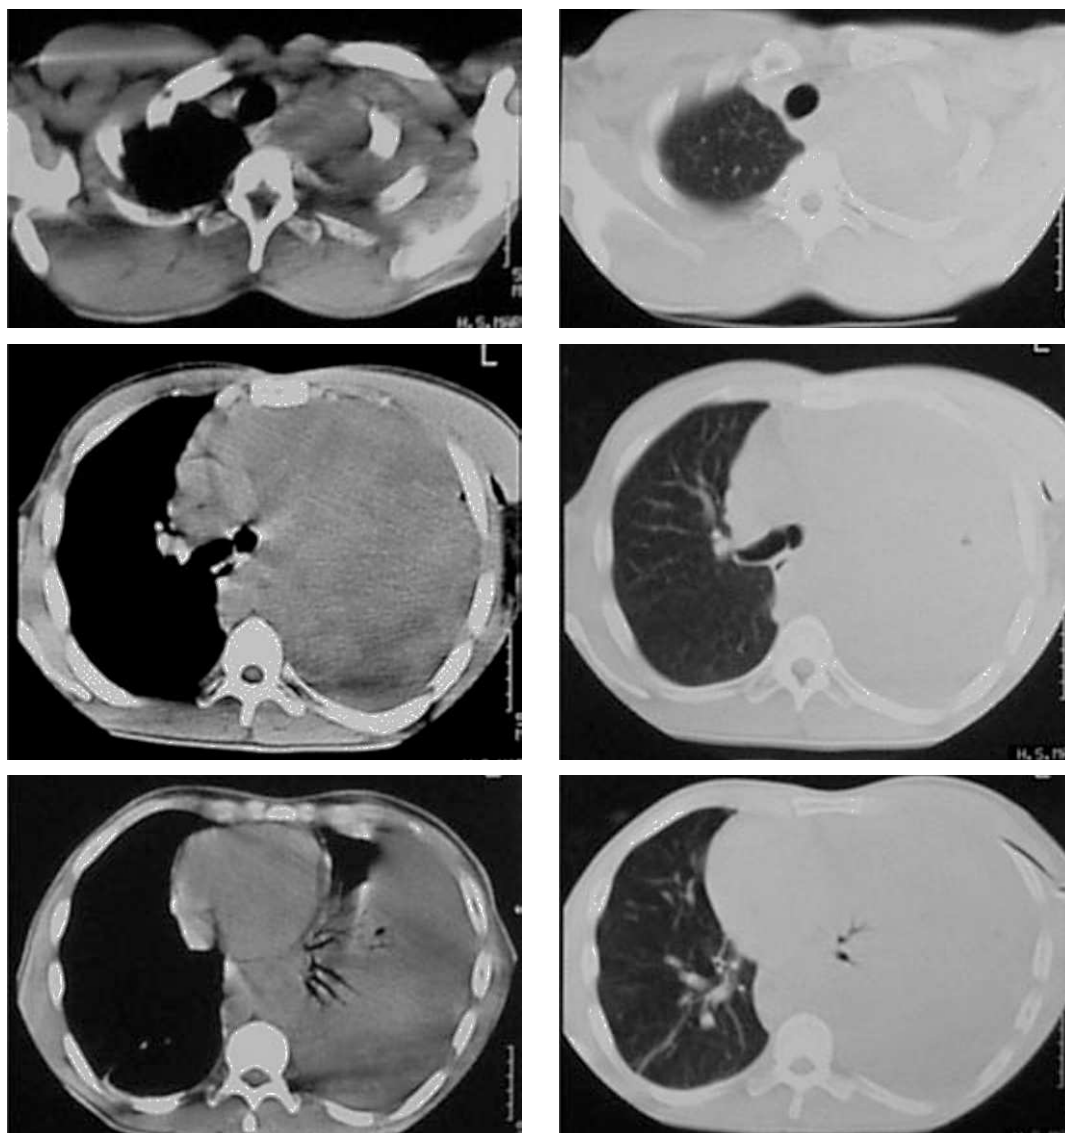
TC de tórax à data do internamento
